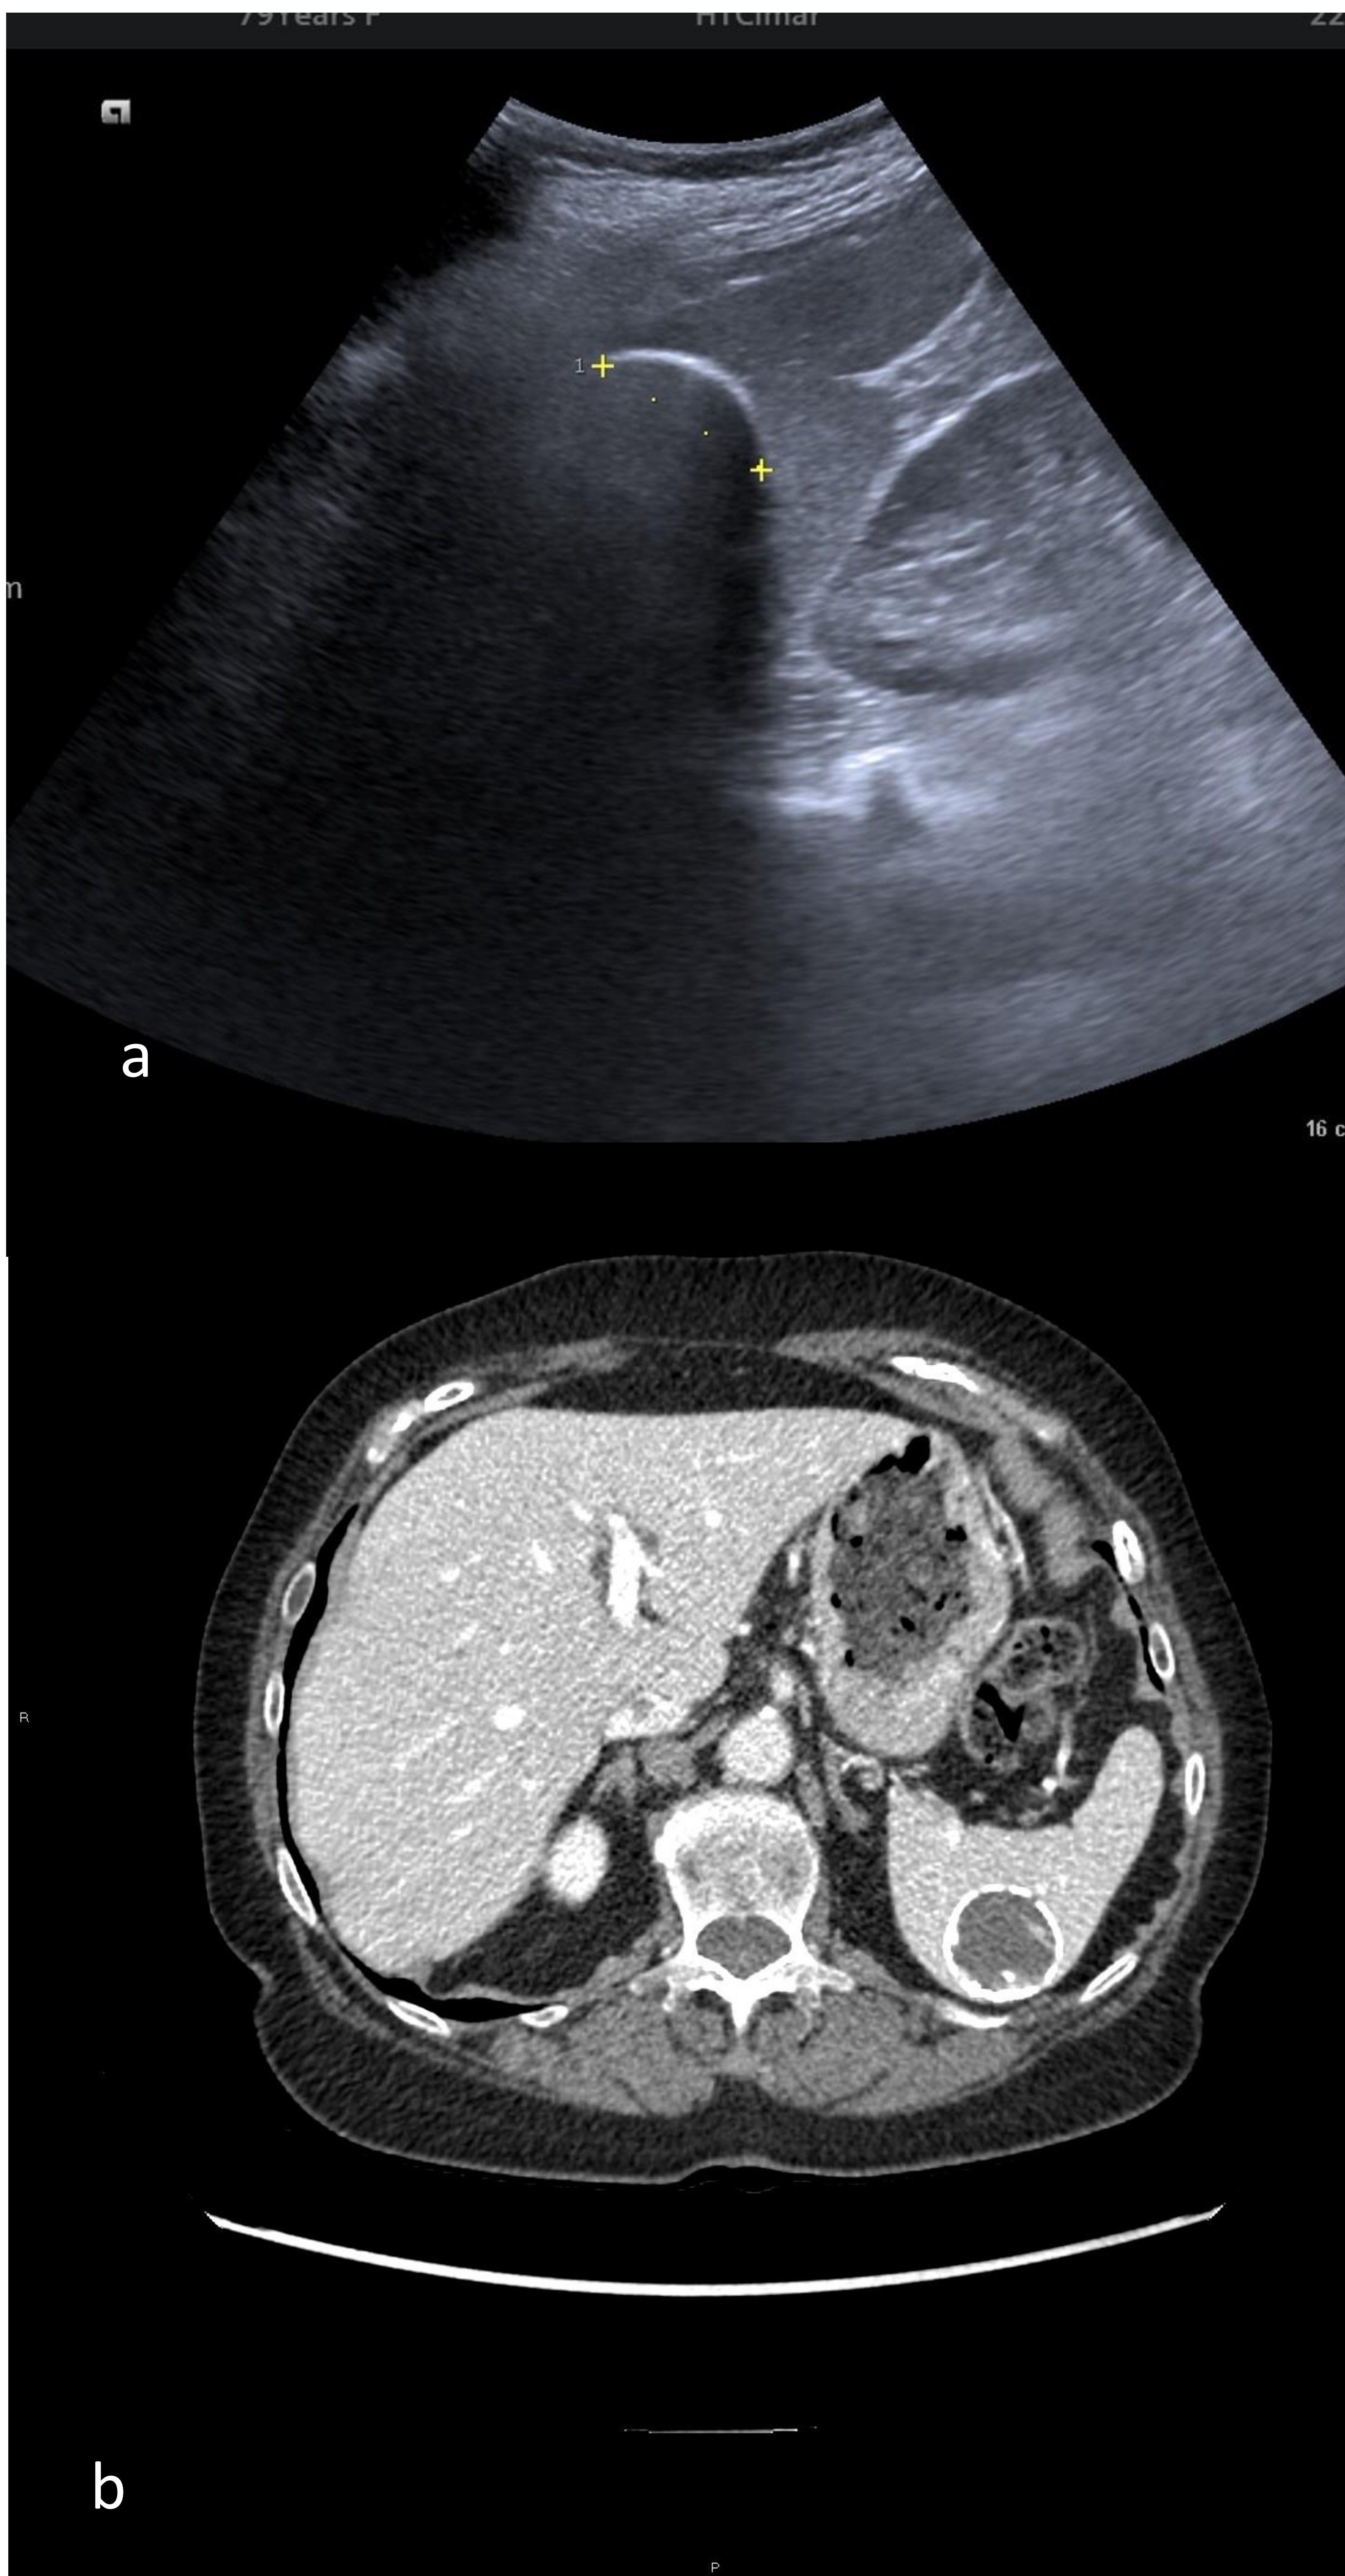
Quiste esplénico calcificado. A) y b) Ecografía abdominal y TC de abdomen con civ, apreciando lesión en bazo con calcificaciones parietales.
